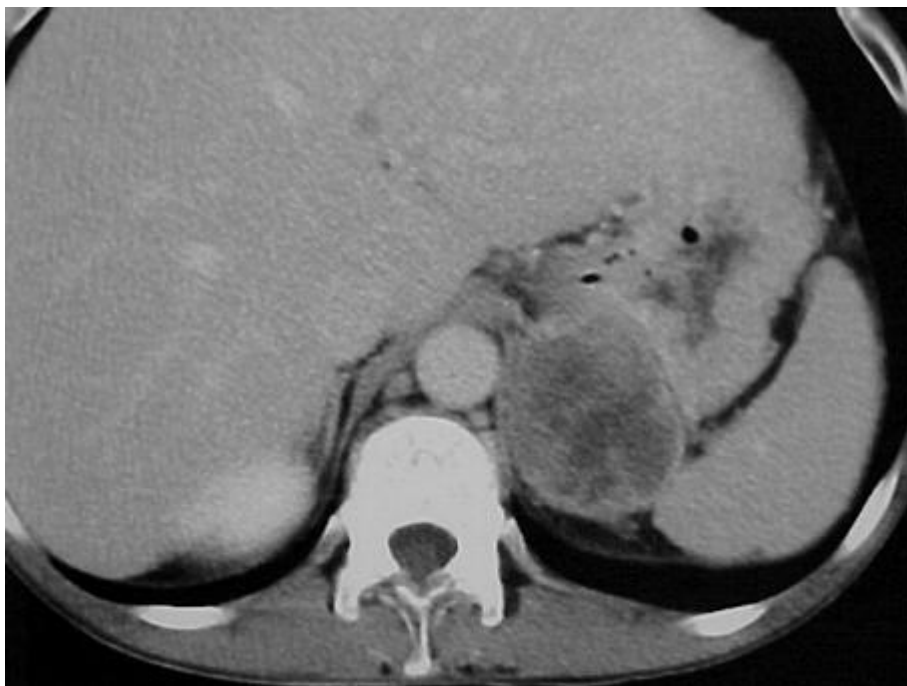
Contrast CT shows a left adrenal heterogeneous mass.
